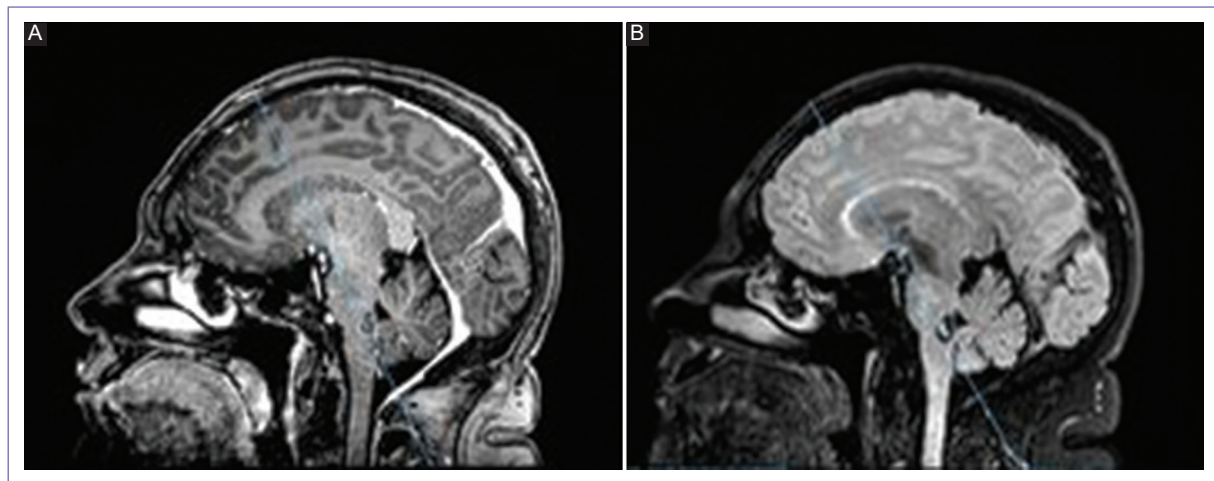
A y B: resonancia magnética contrastada, se aprecia cavernoma en protuberancia.
